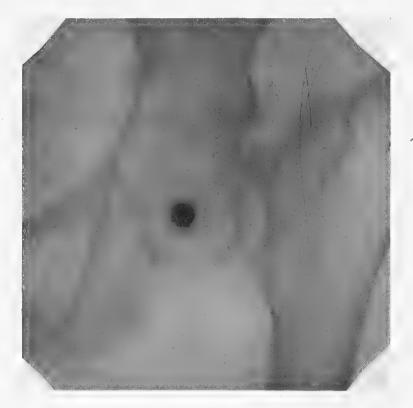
Radiographie montrant la pseudarthrose avant toute opération (Mahar).
